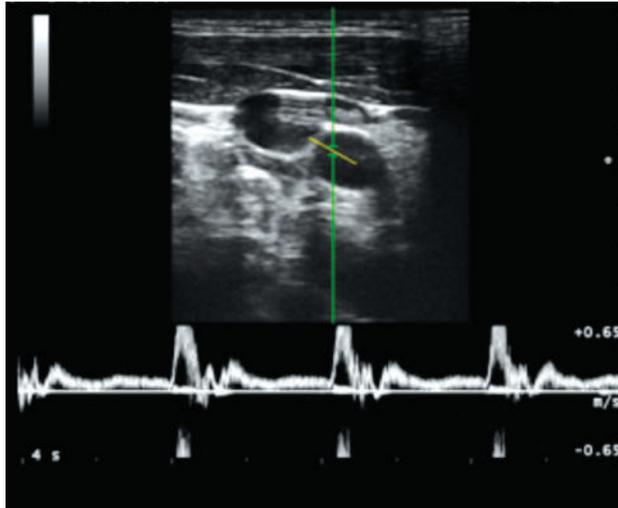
• Power doppler dell'arteria carotide.
